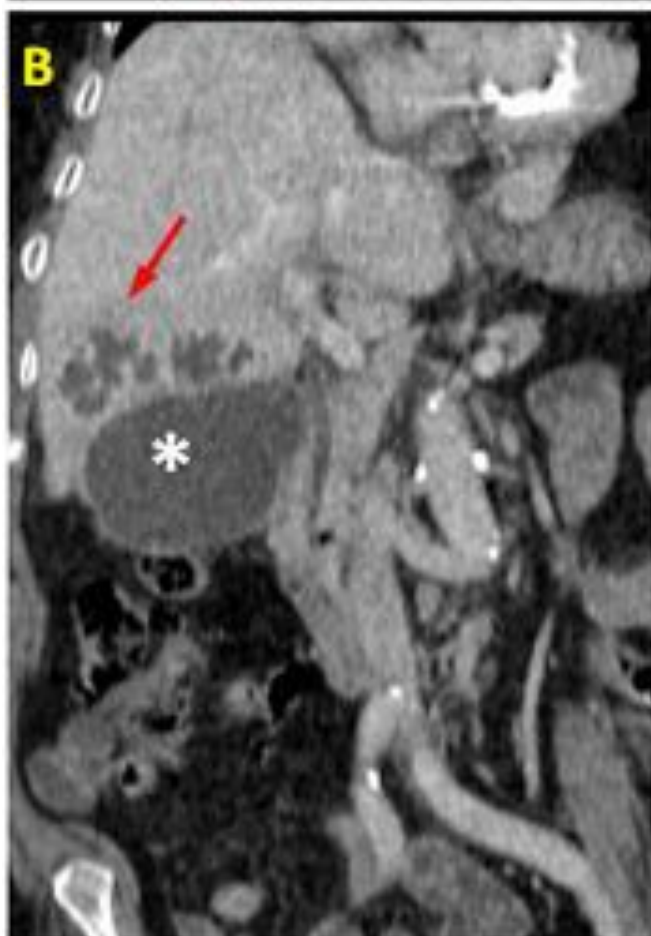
Uso del TC complementario. Varón de 70 años séptico. La ecografía (no mostrada) revelaba distensión vesicular y sospecha de abscesos perivesiculares. Imágenes de TC abdominopélvico con CIV axial en fase arterial (A) y en reconstrucción coronal en fase venosa portal (B y C) revelan masa quística compleja con paredes hipercaptantes y mal definidas, en segmento IV, (flecha negra en A y rojas en B y C) compatibles con abscesos de origen biliar. Vesícula biliar (asterisco).
